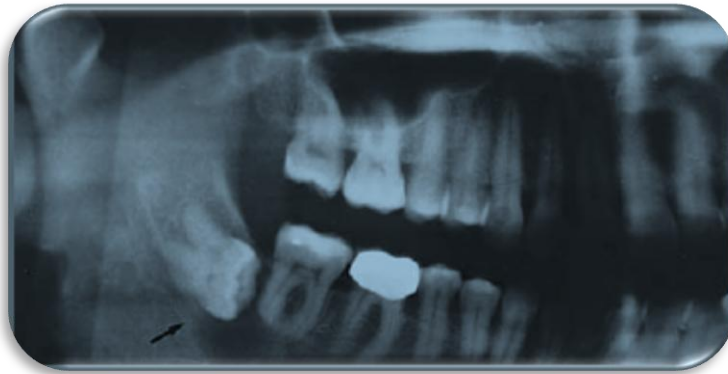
Radiografía panorámica mostrando una bien definida radiolucidez en la parte posterior derecha de la mandíbula entre el segundo y tercer molar; se nota la proximidad al canal alveolar.¹¹
